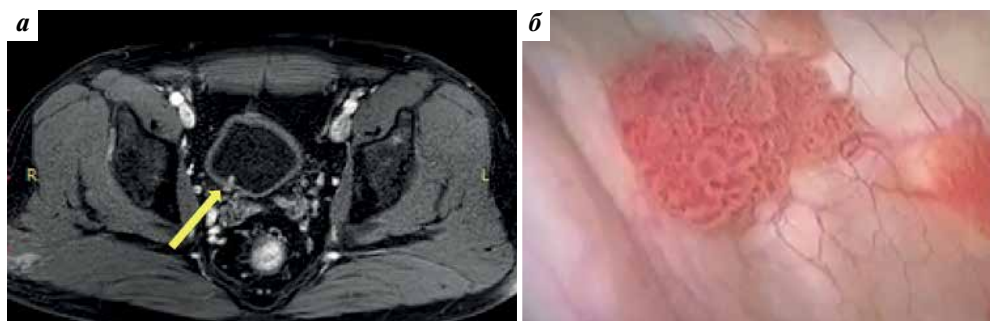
Контрольное обследование через 9 мес после операции: а — магнитно-резонансная томограмма васкуляризованного образования в области устья правого мочеточника (стрелка); б — эндоскопическая картина образований стенки мочевого пузыря
